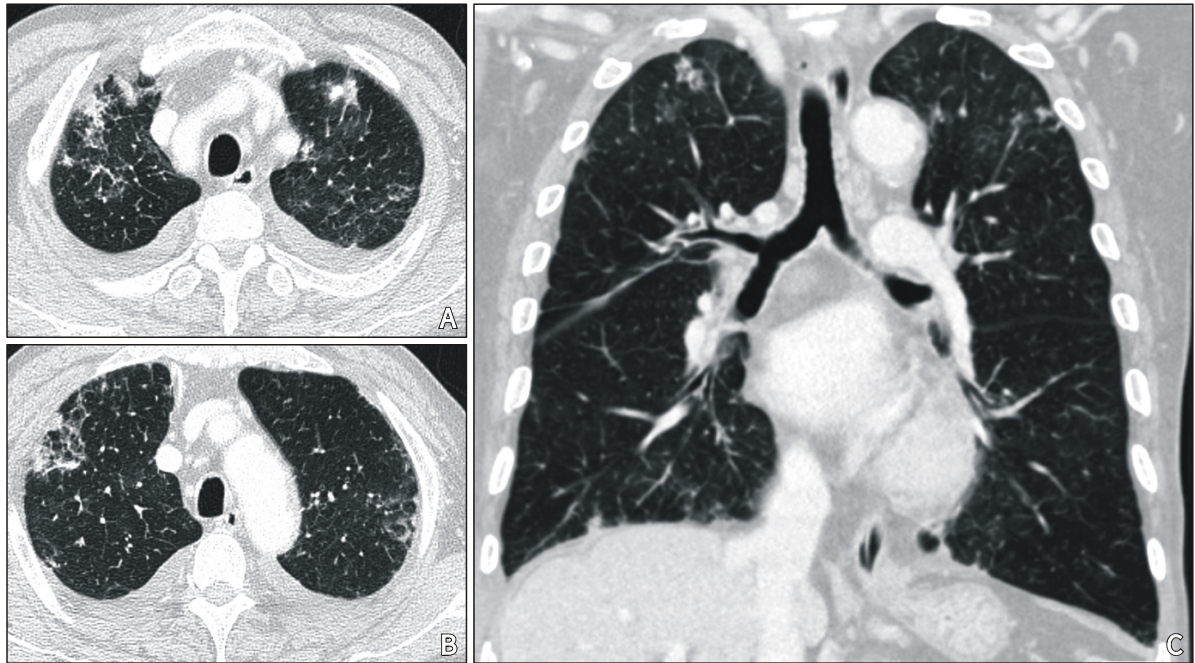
HRCT findings of other diseases associated with asthma: chronic eosinophilic pneumonia. (A) Multiple nodular lesion, ground glass opacity, and consolidations, (B) Peripheral consolidations, (C) Multiple lung lesions predominantly present in the upper lung.
